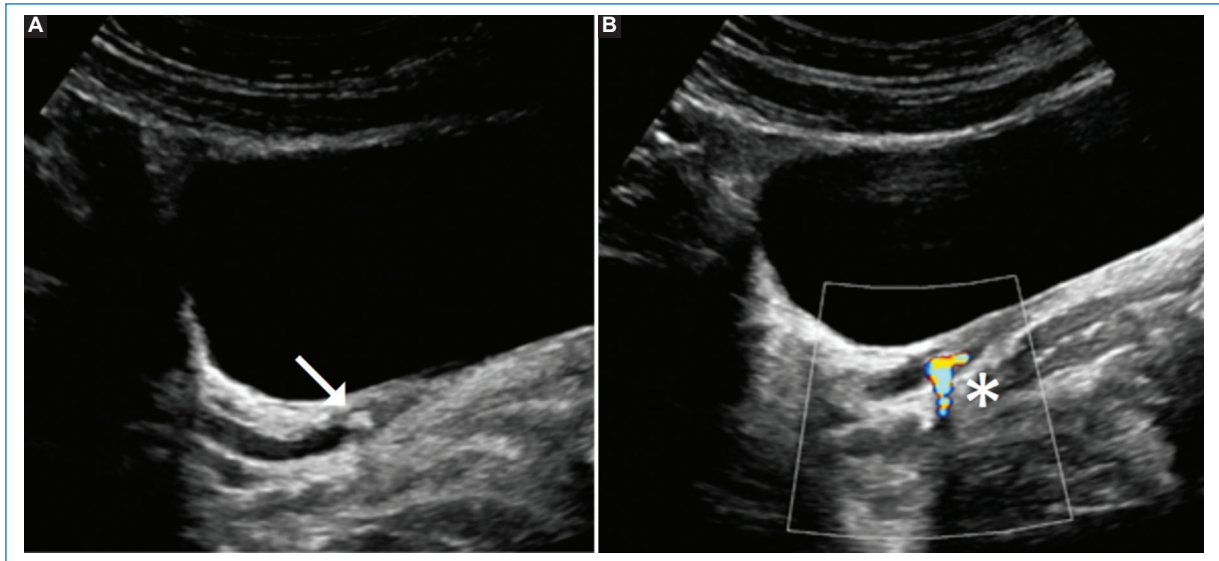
(A) Ecografía ureterovesical en la que se visualiza una imagen litiásica localizada en el uréter distal que condiciona su dilatación (flecha). (B) En la evaluación Doppler color se observa el artefacto de centelleo (asterisco).
